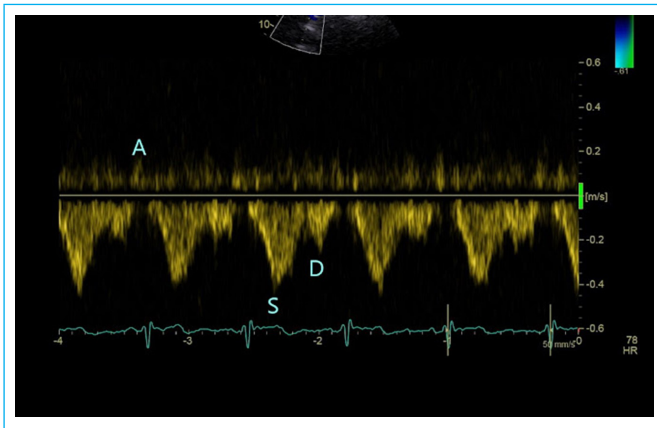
Doppler pulsado de VCS con sus 3 ondas de flujo. En algunos casos normales el atrial retrógrado no es visible. A: Onda sistólica, D: Onda diastólica, A: Onda atrial retrógrada.
